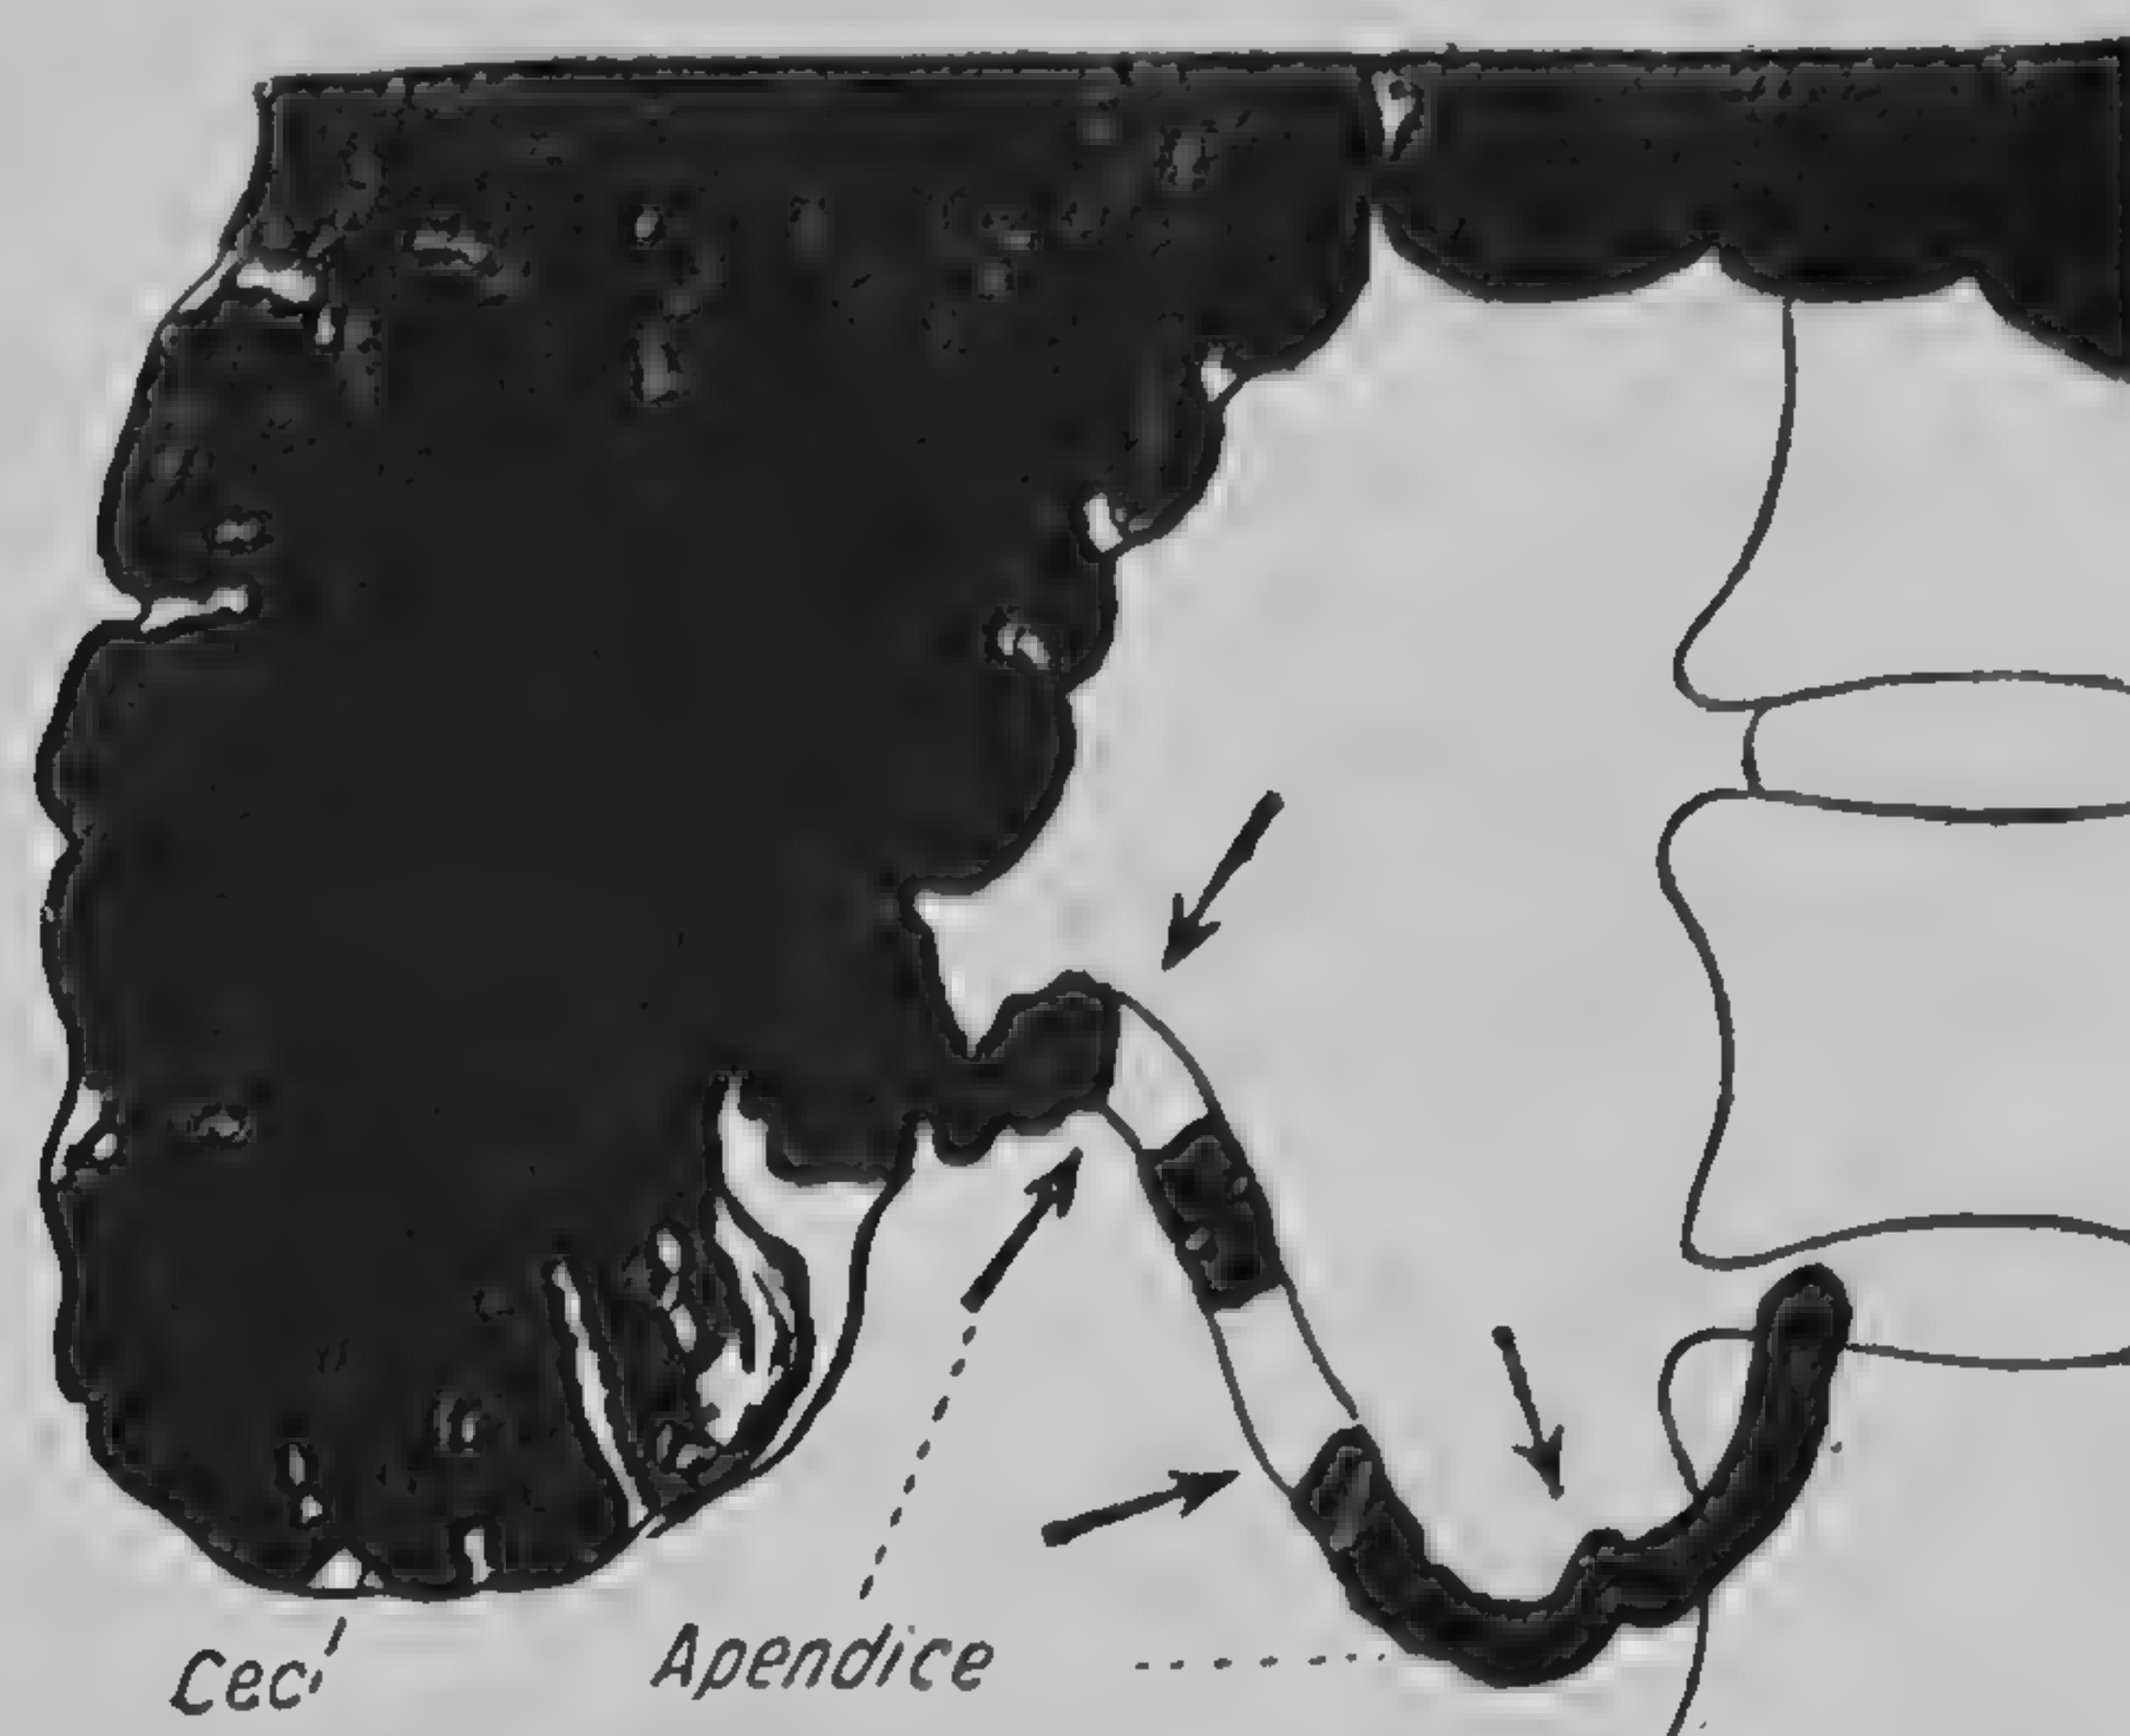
Radiografie după prinz baritat. Apendicele foarte lung, cu extremitatea liberă coborâtă în pelvis (eliga dr. Vintilă Ștefănescu).
